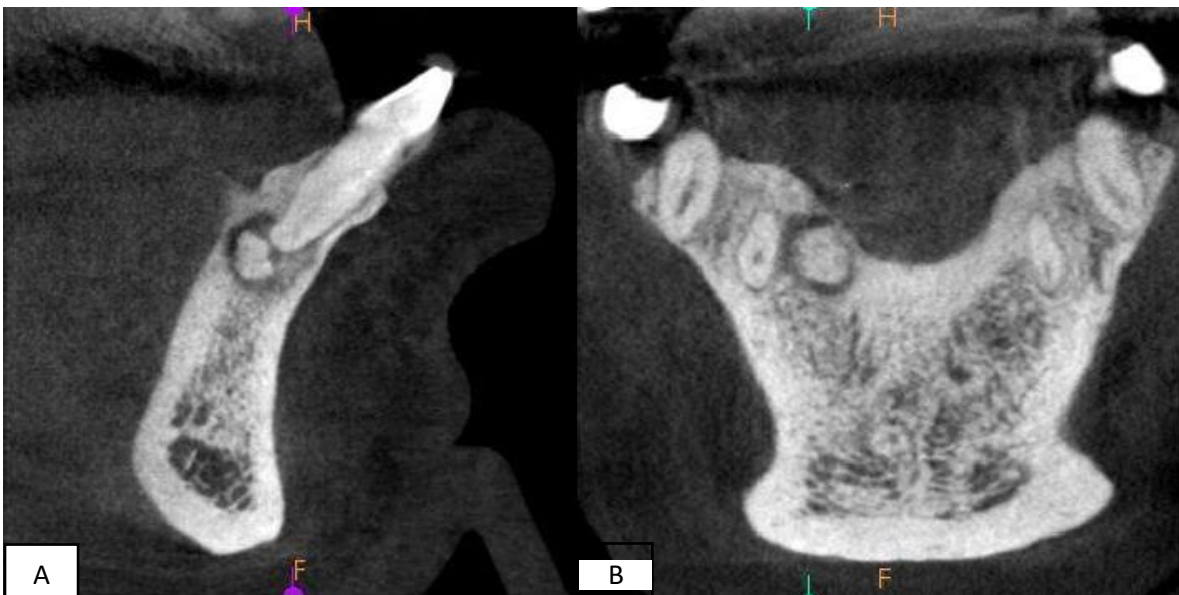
Tomografía computarizada. A. Corte sagital, involucración de ápice dentario. B. Corte transversal, perforación cortical lingual.
